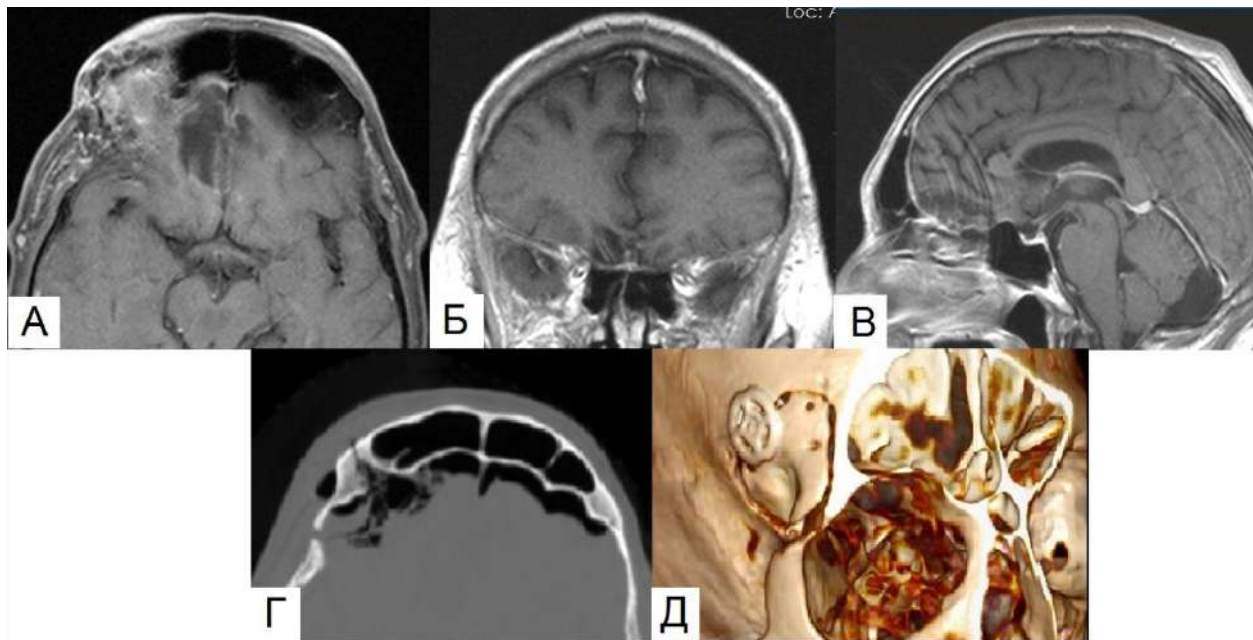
Клинический пример №4. МРТ головы с контрастным усилением через 3 месяца после операции – тотальное удаление опухоли.
